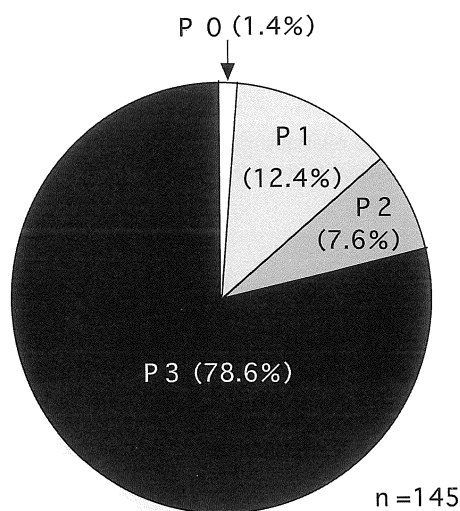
The frequency of enhanced MRI patterns.
